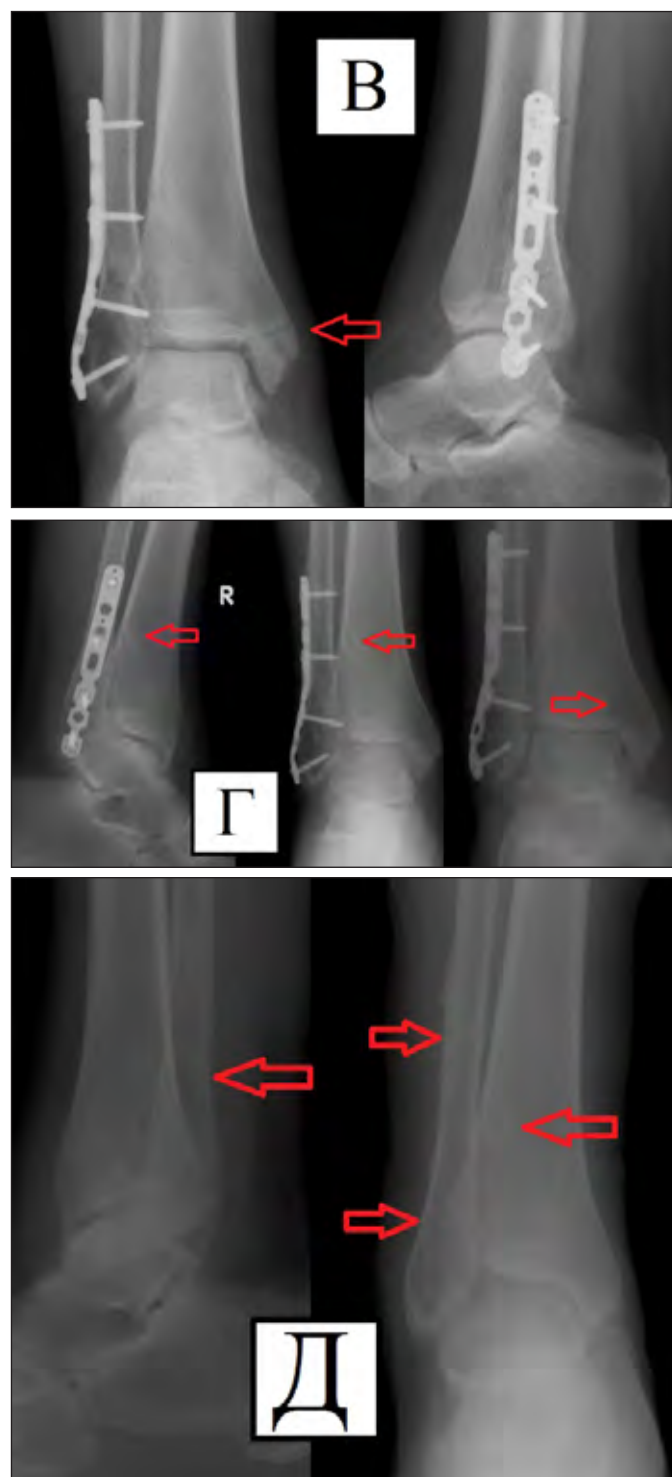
Пациент П. 36 лет. Закрытый оскольчатый чрезсиндесмозный перелом наружной лодыжки, внутренней лодыжки правой голени со смещением отломков. А- первичные рентгенограммы, Б- послеоперационный рентгеновский контроль, стояние отломков удовлетворительное, прослеживаются линии переломов и каналы от биодеградируемых винтов, В- рентгеновский контроль через 4 недели, стояние отломков прежнее, линии переломов прослеживаются, Г- рентгенограммы через 12 месяцев, перелом сросся в положении исходной фиксации отломков, каналы биодеградируемых винтов частично прослеживаются, Д- рентгенограммы после удаления пластины (16 месяцев), частично прослеживаются каналы от биодеградируемых винтов, для сравнения выделены каналы удалённых фиксаторов.
